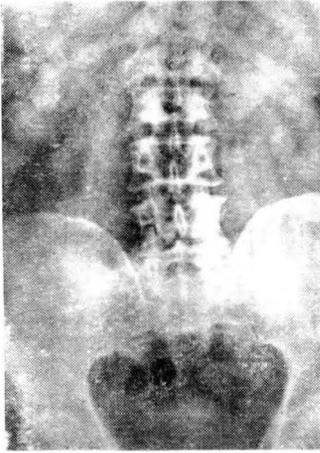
(Obs. IV). Radiografía simple preoperatoria. Cálculo coraliforme riñón derecho.
